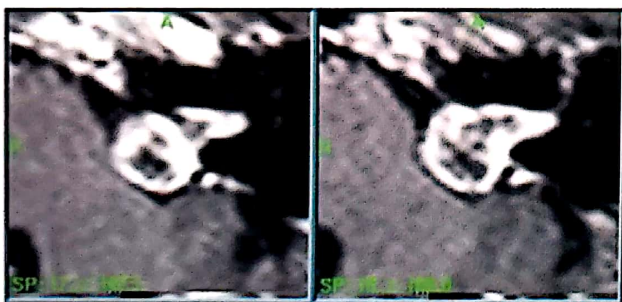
Aspect IRM post-GKS la 1 an.
